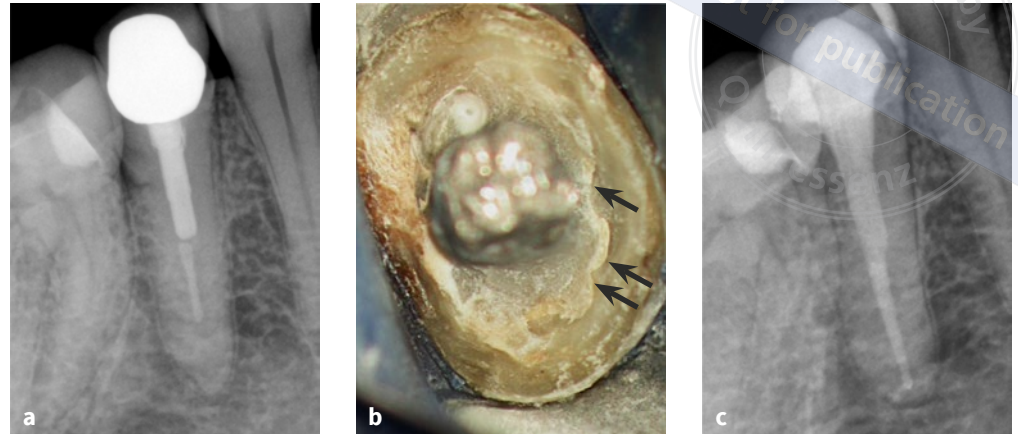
Zahn 37 nach Wurzelspitzenresektion mit periapikaler Aufhellung. Der starke Röntgenkontrast der Wurzelkanalfüllung deutet auf die Verwendung von Silberstiften hin (a). Der IKD-Befund bestätigt die Verwendung von 3 korrodierten Silberstiften. Beim Versuch der Entfernung frakturierten die im Isthmus der mesialen Wurzel eingeklemmten Stifte (c).
